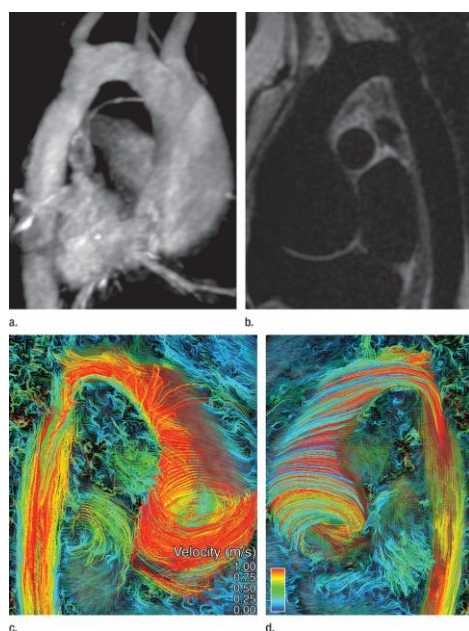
Потoki крови в восходящем отделе аорты по данным МРТ ангиографии (4D режим).
